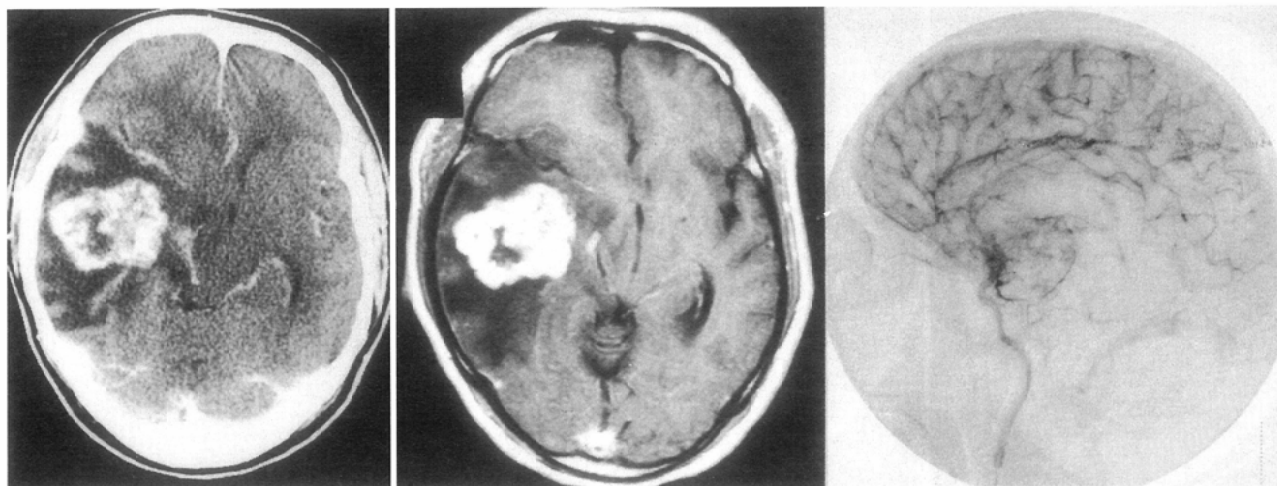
B. An irregularly enhanced mass was recognized with enhanced CT (left) and Gd-DTPA MRI (middle). Hypervascular tumor was seen with DSA (right).
